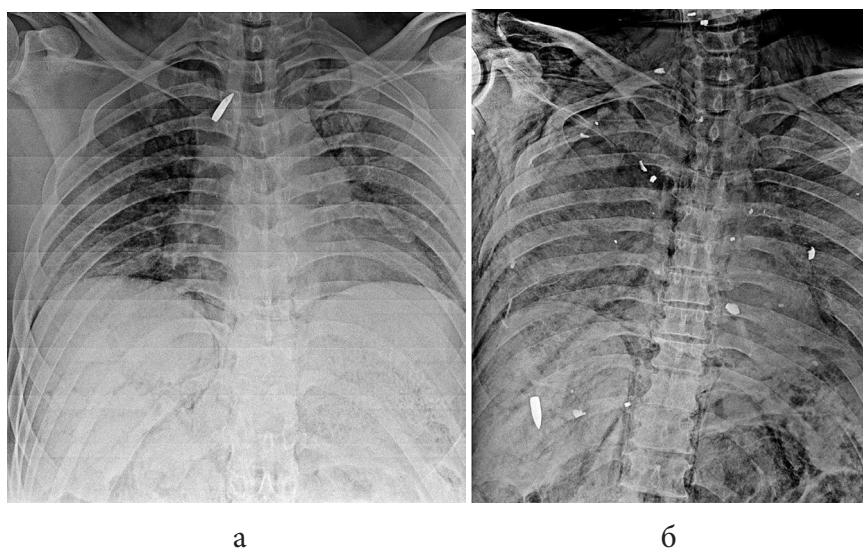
Рентгенограммы грудной клетки с визуализацией пулевого поражения
